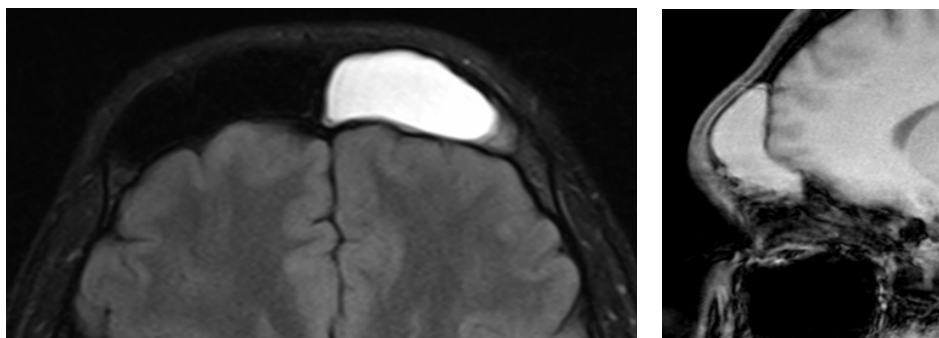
МРТ головного мозга и околоносовых пазух. Режимы FLAIR в аксиальной плоскости и T1-ВИ в сагиттальной плоскости. Левая лобная пазуха totally заполнена содержимым с признаками высокого содержания белка. Распространения процесса в полость черепа не определяется.
